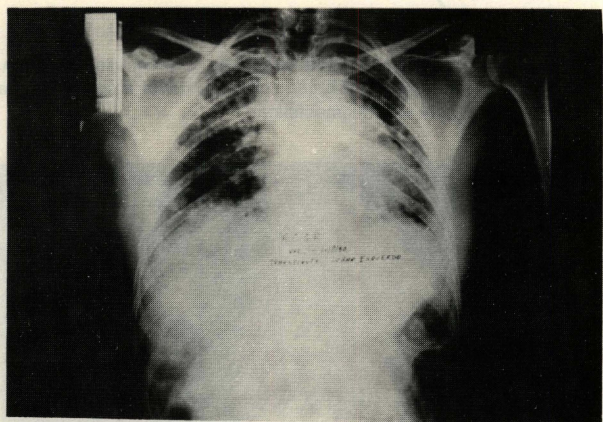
Caso nº 2: Radiografia pré-operatória. Notar pequeno volume da caixa torácica.
